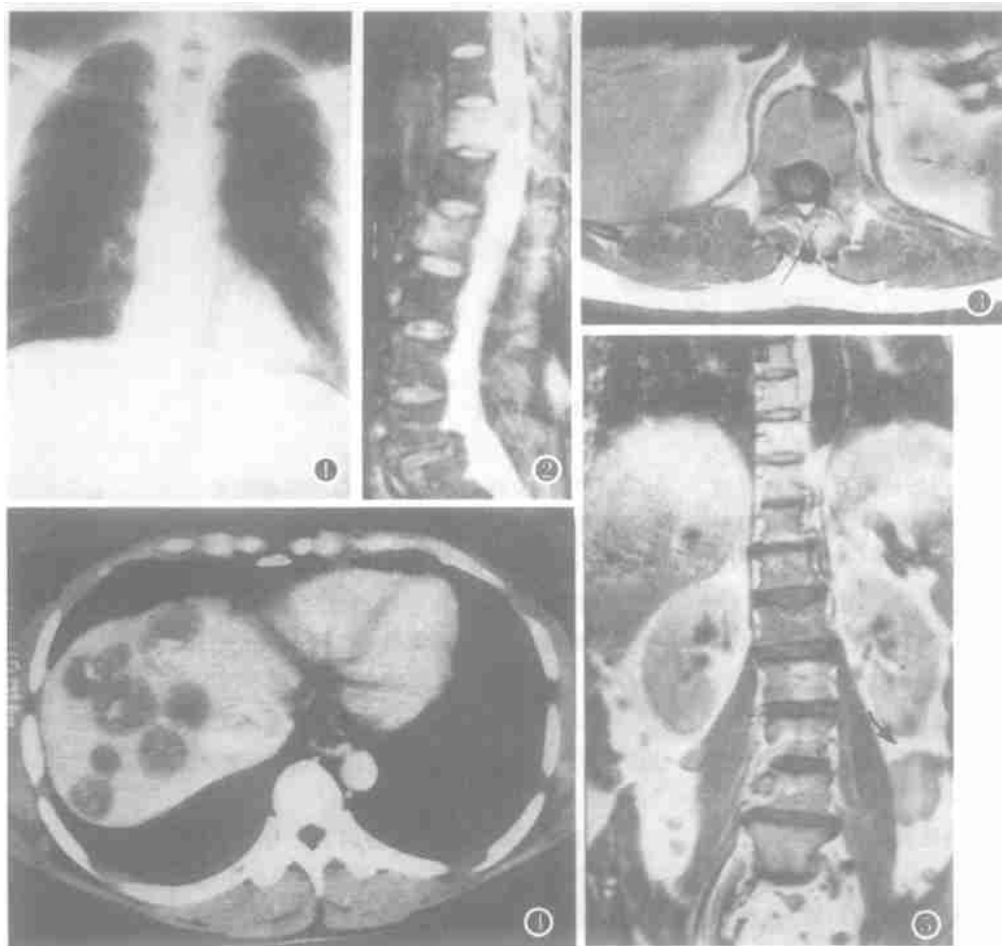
X 片示左第三前肋外侧及第 7 后肋内侧可见 2 个略高密度影。图 2 MRI 脂肪抑制:示胸₁₁、腰₁椎体高信号。图 3 MRI T₁WI:示左肾 3 个结节影(箭头)。图 4 CT 增强:示右肝叶多发低密度结节影。图 5 MRI T₁WI 像:肿大的腹膜后淋巴结(箭头)。
